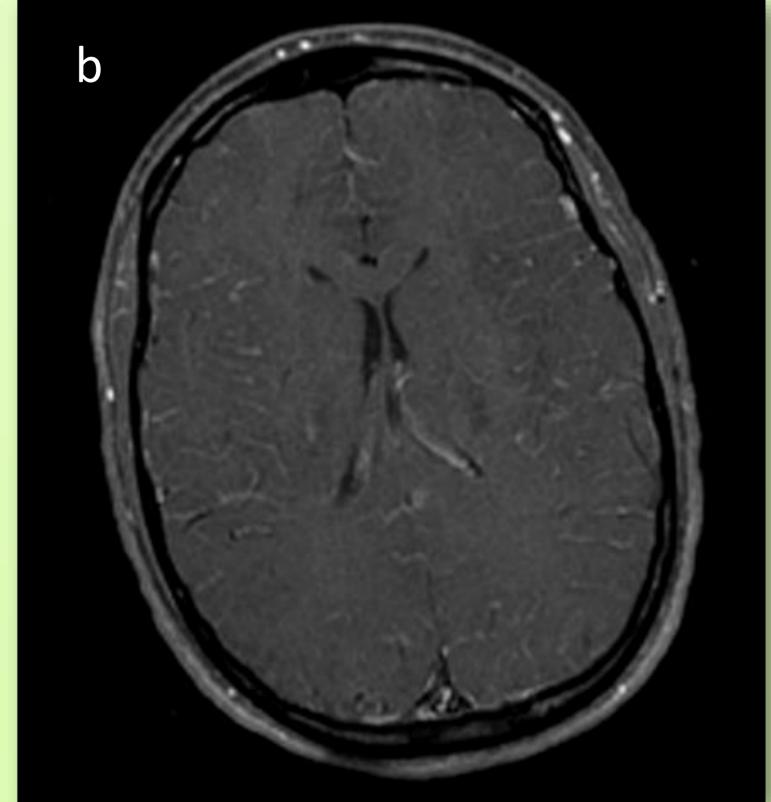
Mujer de 15 años con fiebre y cefalea de 15 días de evolución. Presenta un deterioro súbito del nivel de conciencia con vómitos. Se realizó una RM encefálica urgente. En secuencias T2* (a) se observan múltiples lesiones hemorrágicas intraparenquimatosas bilaterales de predominio perisilviano. Tras la administración del contraste iv (b) se evidencia un realce leptomeníngeo. Hallazgos compatibles con meningoencefaltis hemorrágica.
